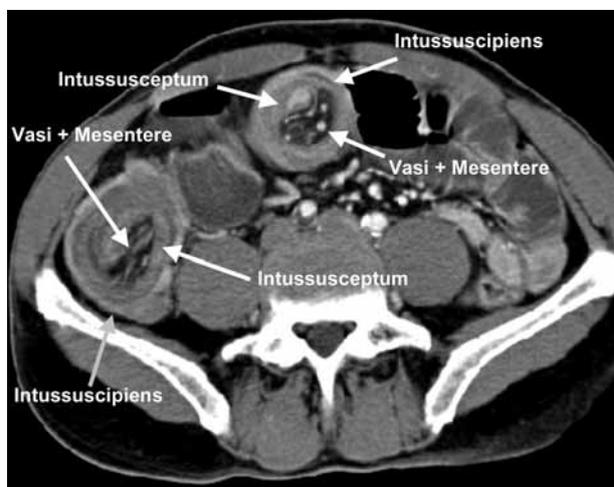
TC *multislice* addominale: evidenza dei segni radiologici di invaginazione con la caratteristica immagine "a bersaglio".
